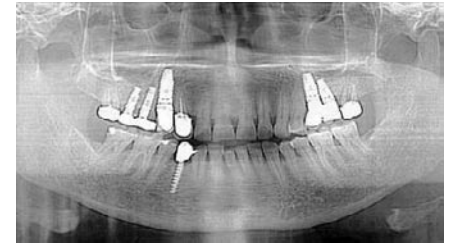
Рентгенологический контроль остеоинтеграции имплантатов зубов 15, 16, 44 с 13-летним сроком функционирования и имплантатов зубов 14, 25, 26 с 7-летним сроком функционирования
